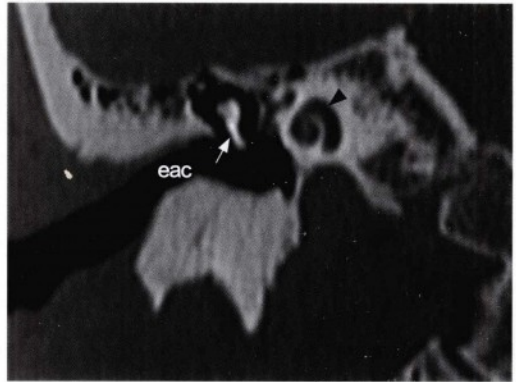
更前方经外听道(eac)层面的冠状位高分辨率CT骨窗图像,显示右侧耳蜗(无尾箭头)呈现蜗牛样外观。中耳内可见锤骨(箭头)。
